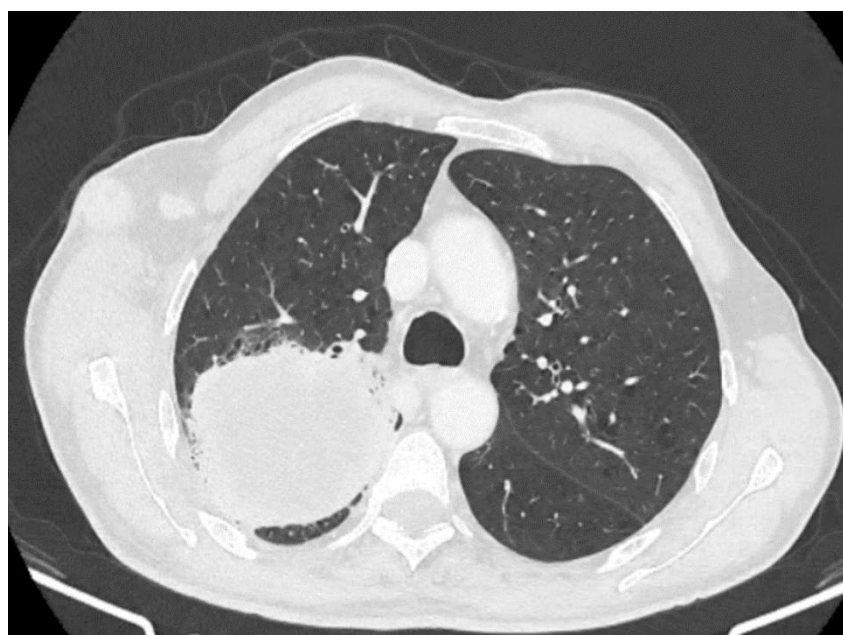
Coupe axiale de tomographie assistée par ordinateur thoracique en fenêtrage parenchymateux montrant une volumineuse masse du lobe supérieur droit
